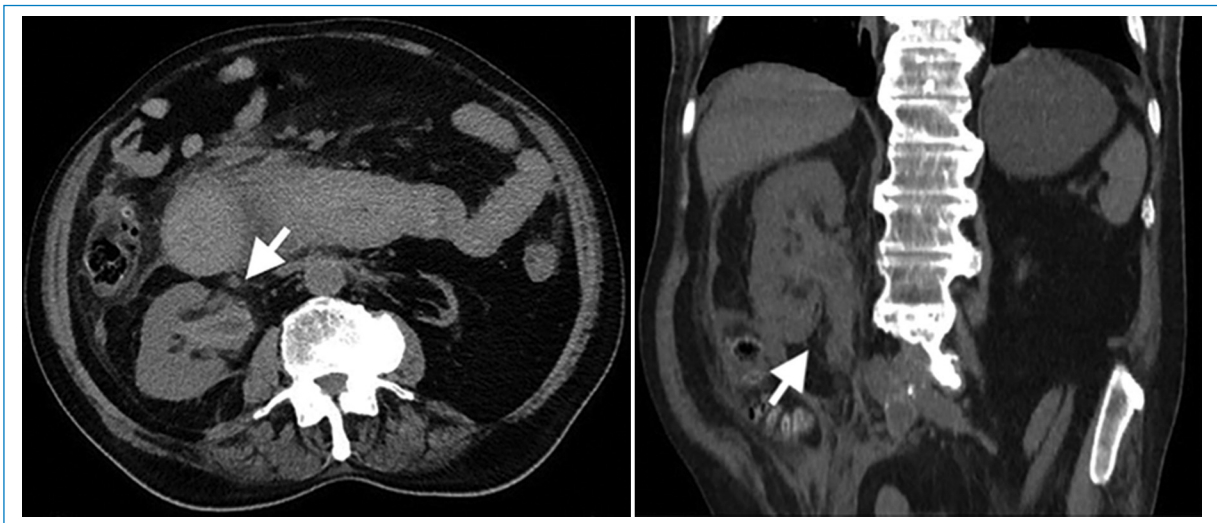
Tomografía computarizada de abdomen y pelvis sin uso de contraste. Engrosamiento e hiperdensidad del urotelio del sistema colector derecho.
